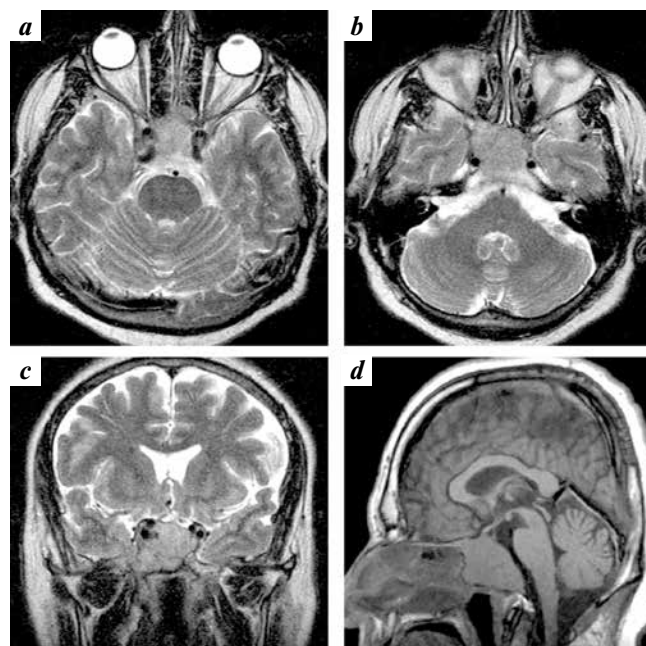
Magnetic resonance tomograms of the brain of patient M. 3 months after the start of cabergoline therapy in axial (*a, b*), frontal (*c*) and sagittal (*d*) projections. There is a decrease in the size of the tumor
